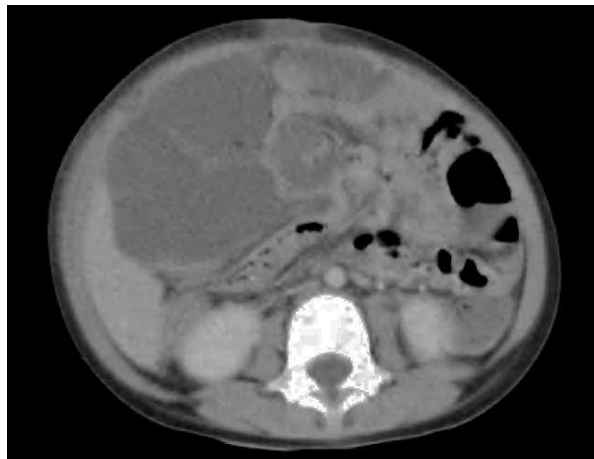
TC abdominal que muestra estructura de contenido líquido con septos que desplaza estructuras vecinas y provoca distensión abdominal.
